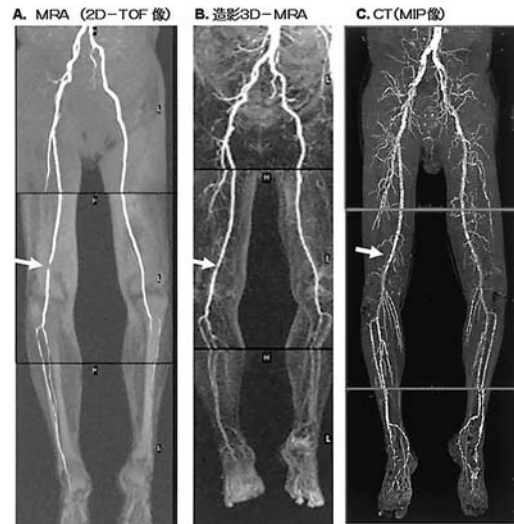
MRA と 3D-CTA の下肢動脈全体像 (症例 6)
